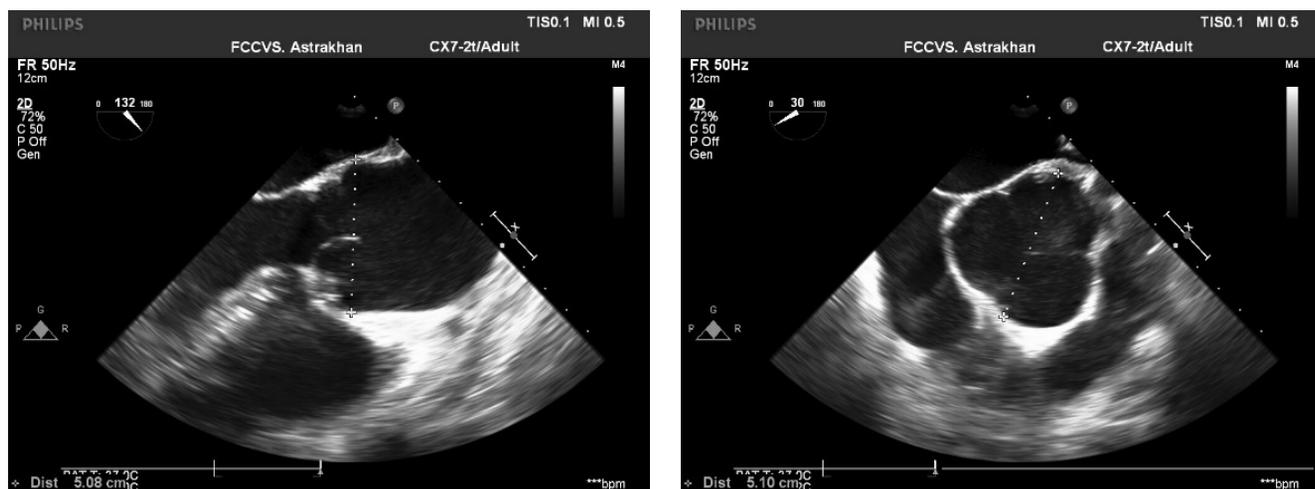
Интраоперационная чреспищеводная эхокардиография.
